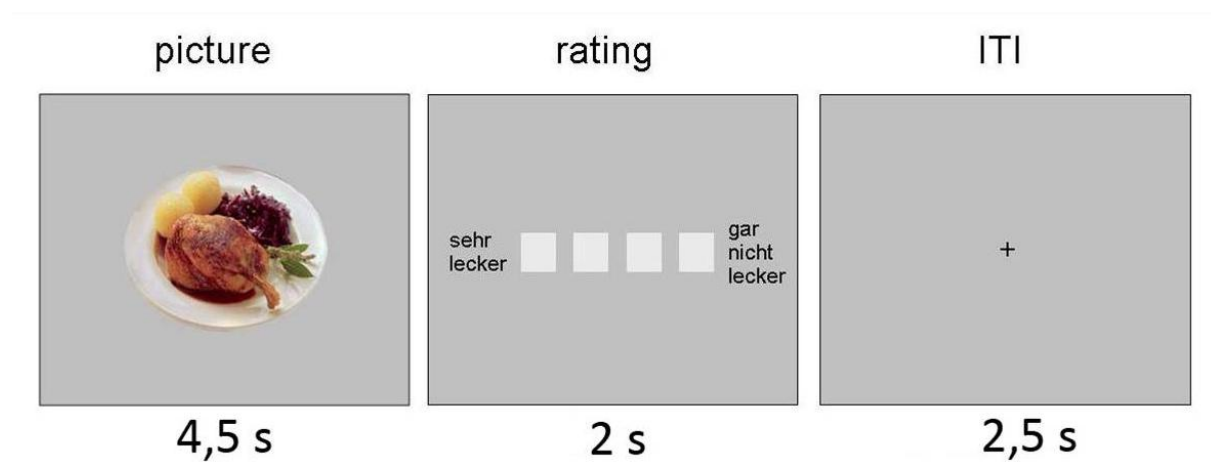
Rating-Bildschirme mit Präsentations-Zeiten in Sekunden für die Bewertung der Appetitlichkeit der Essensbilder im MRT-Scanner. ITI: *Inter-trial-interval* (Pause zwischen zwei Ereignissen)
